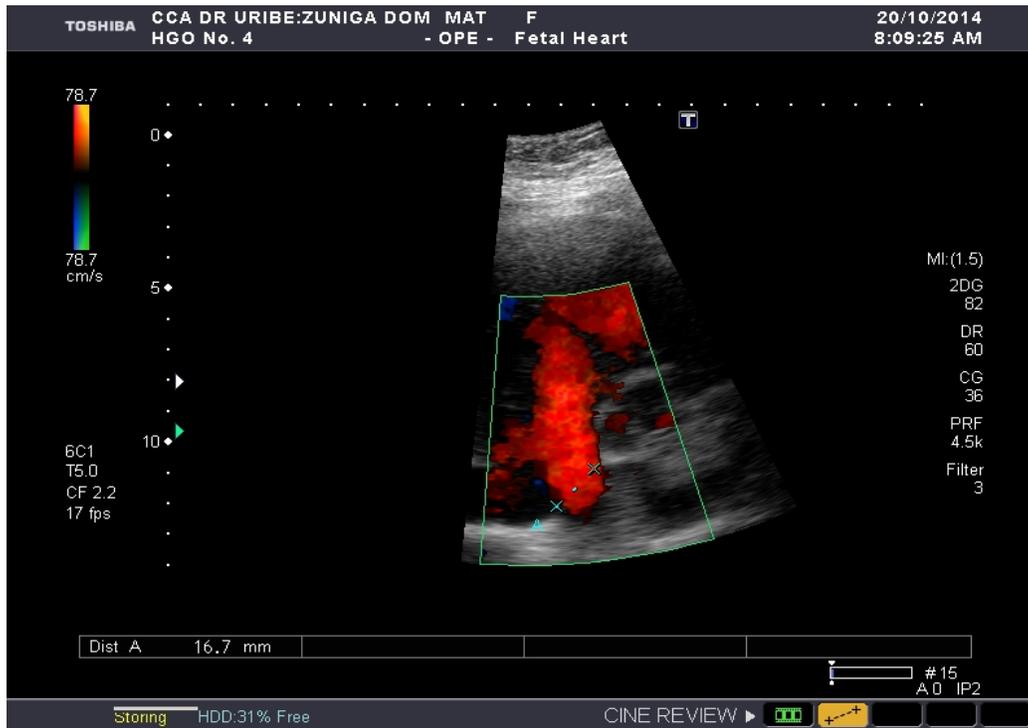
Ecocardiograma materno que muestra estenosis mitral
